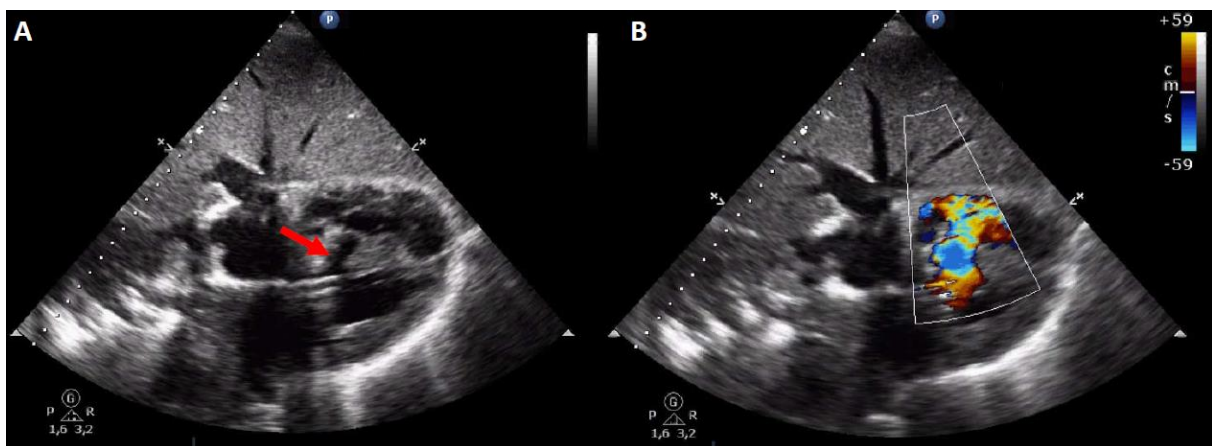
Communication interventriculaire compliquant un infarctus inférieur. A : coupe sous-xyphoïdienne objectivant le défaut septo-basal (flèche). B : coupe sous-xyphoïdienne mettant en évidence le shunt gauche - droit au Doppler couleur.
